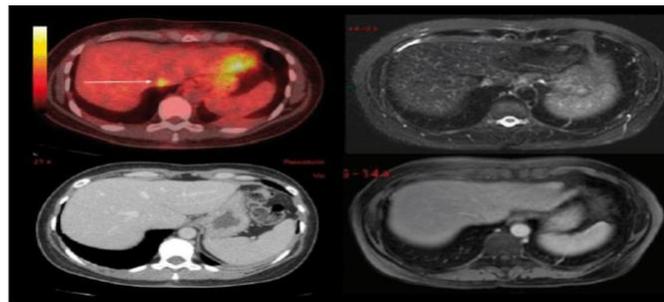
Lesión hepática hipermetabólica al PET, no visible al TAC y de difícil visualización en RM. Extraída de <https://moscow.sci-hub.se/1894/d1b72f0a05e1e7e4f29189a4a8aef11d/fuster2012.pdf>
